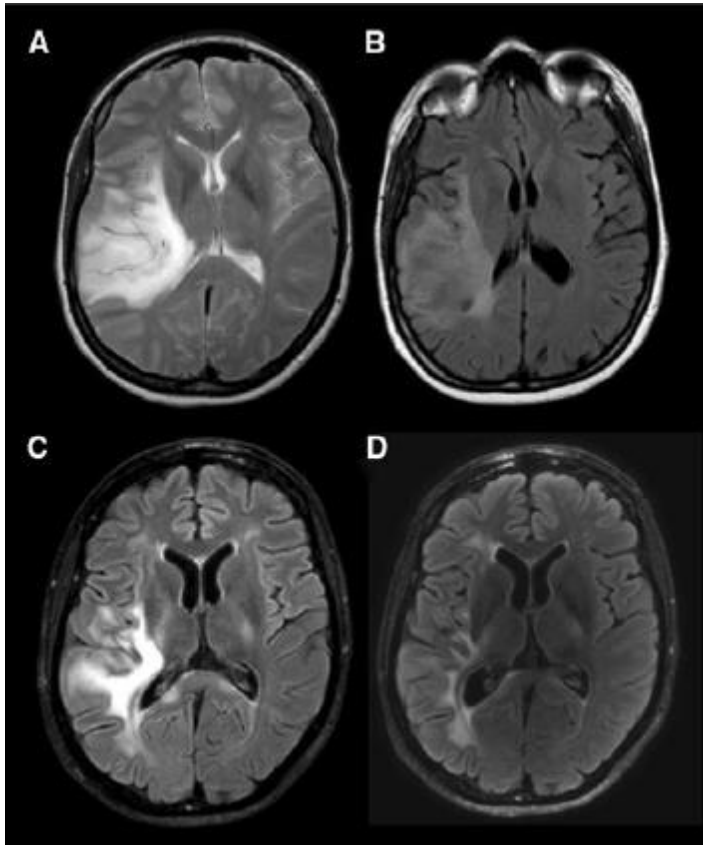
5Ky është një rast që tregon që efekti mund të zgjatet në kohë në një pacient të trajtuar me radioterapi. A. MRI para radioterapisë, B. 3 muaj pas RT, C. 6 muaj pas RT, D. 30 muaj pas RT.
